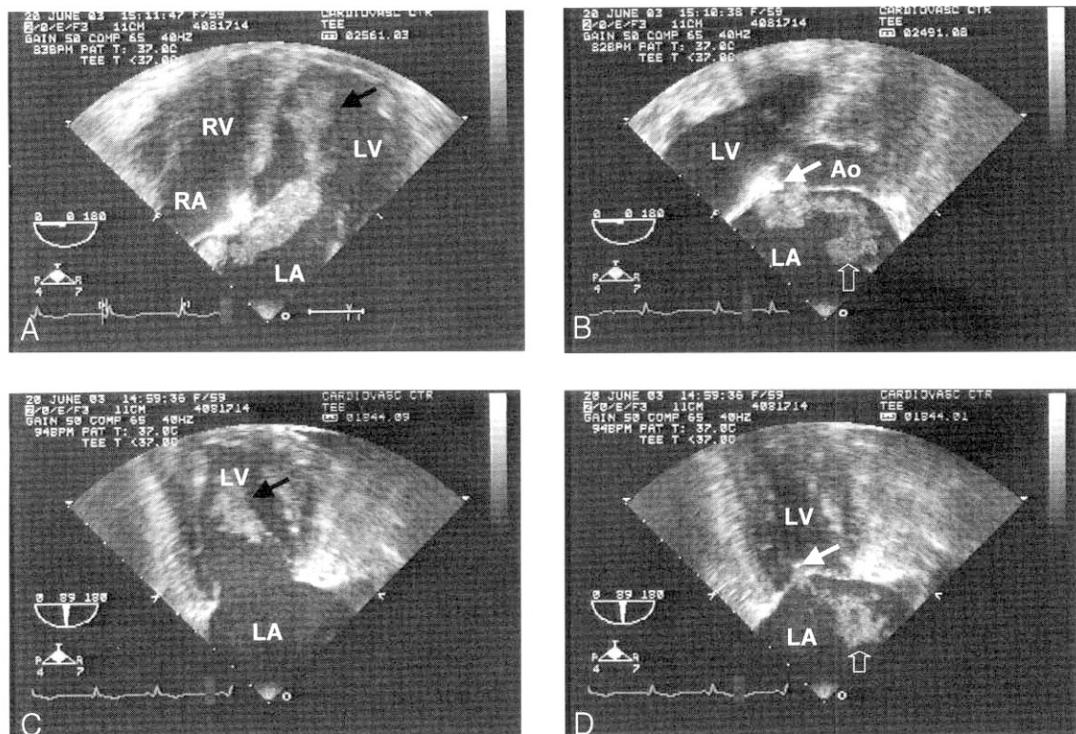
Transesophageal echocardiography during diastole and systole showing a large mobile left atrial myxoma attached to the interatrial septum. The mass measured 7×1.6 cm, prolapsed into the left ventricle (black arrow) during diastole (figure 1A, 1C), and returned to the left atrium (open arrow) during systole (figure 1B, 1D). The mass was mainly attached to anterior-superior interatrial septum and part of the mass was seemed to be stucked to the tip of the anterior mitral leaflet (white arrow) during systole (figure 1B, 1D)
